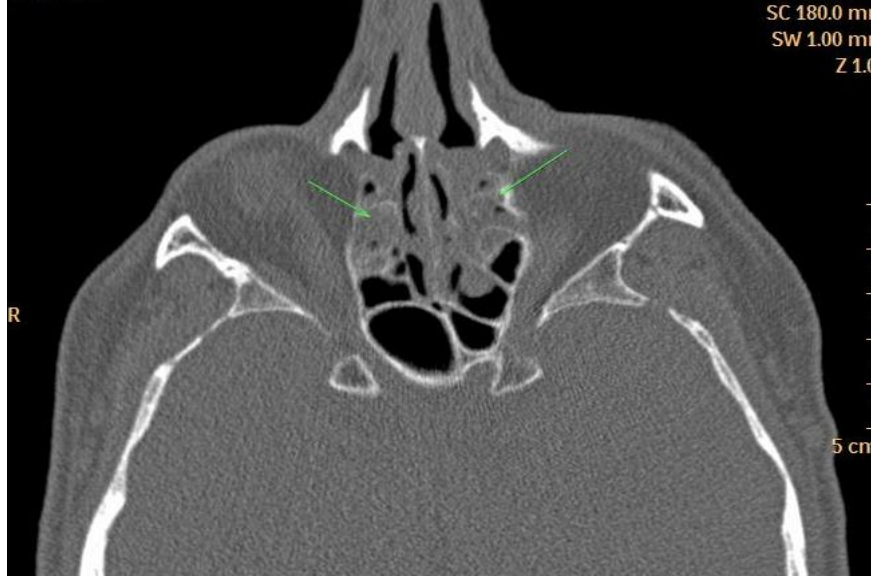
Altıncı jenerasyon (spiral) BT
